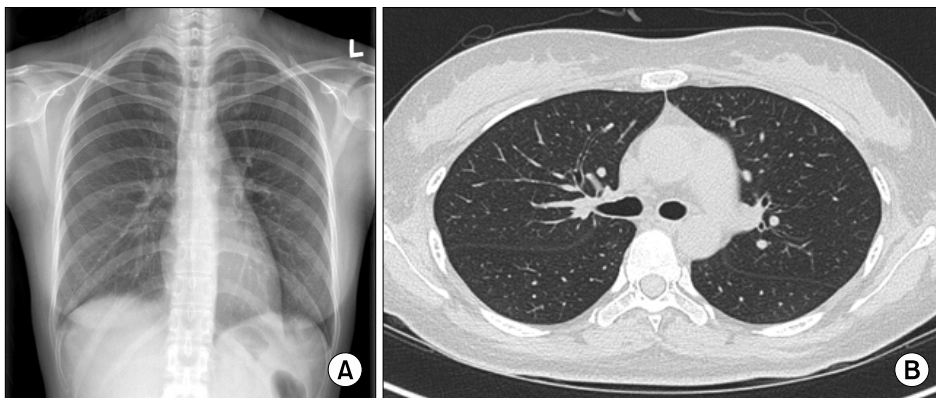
6 weeks after treatment. (A) Chest radiograph showed resolution state of the previous bilateral diffuse ground glass opacity. (B) High resolution computed tomography scan of the thorax showed resolution state of the previous bilateral ground glass opacity, interlobular septal thickening and multifocal consolidation.
